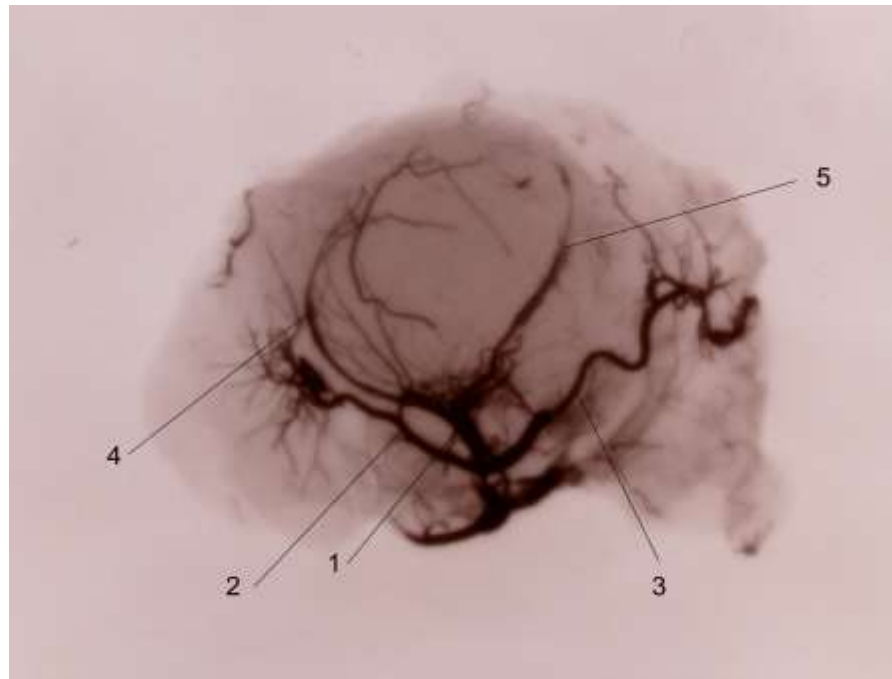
Очна артерія (1), гілка до Гардерової залози (2), гілка до слізної залози (3), меридіональна присередня (4) і зовнішня (5) війкові артерії кроля. Рентгенангіограма з ін'єкцією судин свинцевим суриком.
